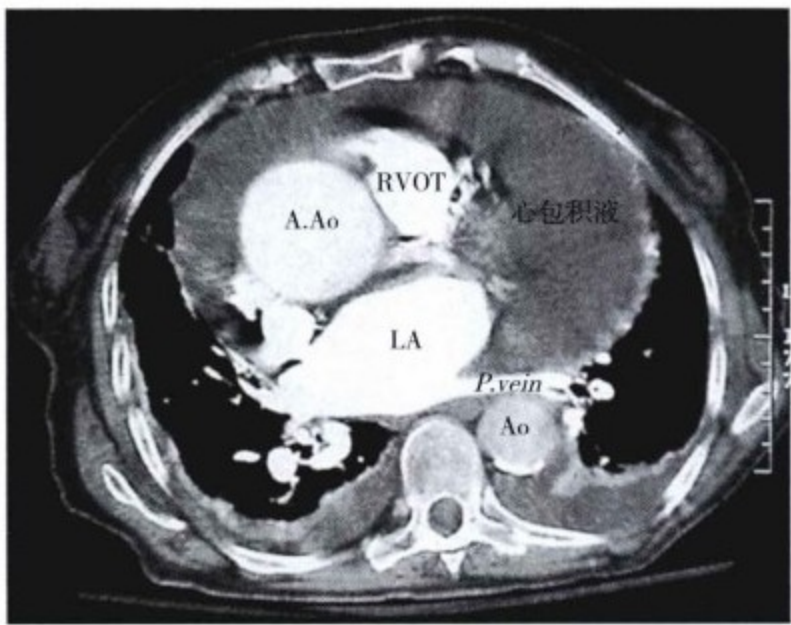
增强 CT 扫描。增强 CT 示心包积液及右室流出道(RVOT),升主动脉瘤(A.Ao),左心房(LA)内造影剂充盈。心包腔延伸至大血管(升主动脉周围易见)和肺静脉—左上肺静脉清晰可见穿过降主动脉(Ao)前方几厘米宽的心包积液。心包壁层向上延伸至大血管上,向下延伸至肺静脉和腔静脉。
